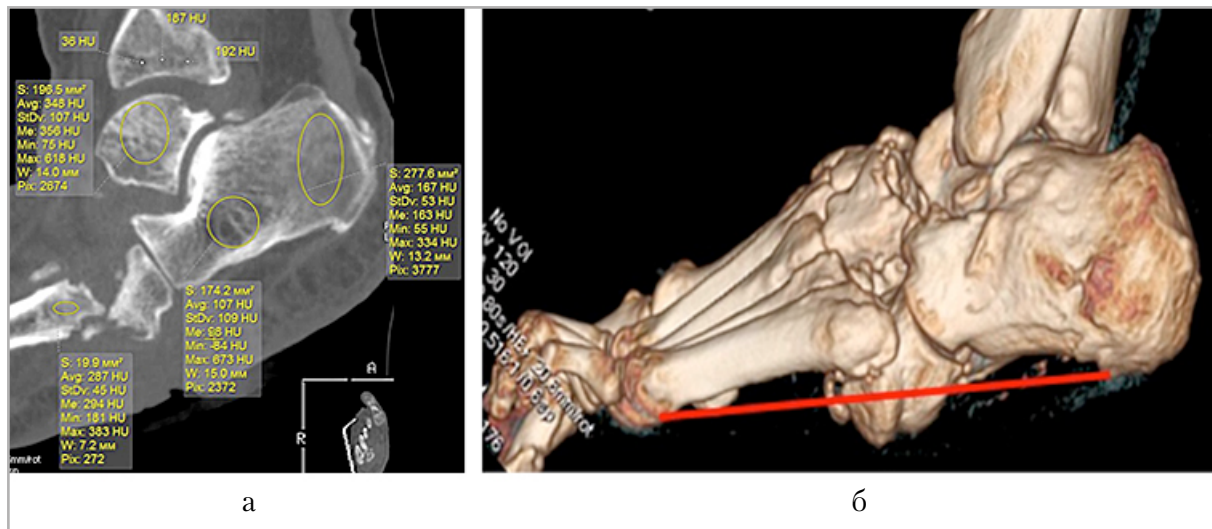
МСКТ голеностопного сустава и стопы больной И., 59 лет. МРР в сагиттальной плоскости, коллапс и разрушение кубовидной кости, умеренное снижение плотности костей стопы (а), МРР в сагиттальной плоскости, «патологическая» опорная линия, стопа-качалка (б)
